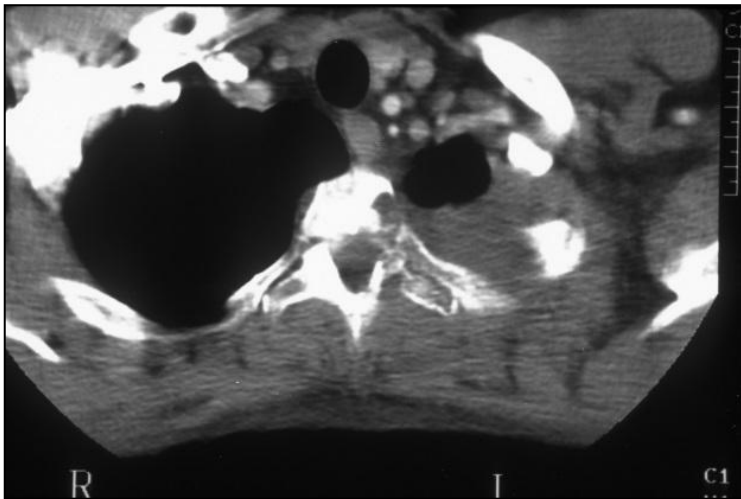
Imagen de TC de un tumor de Pancoast.
